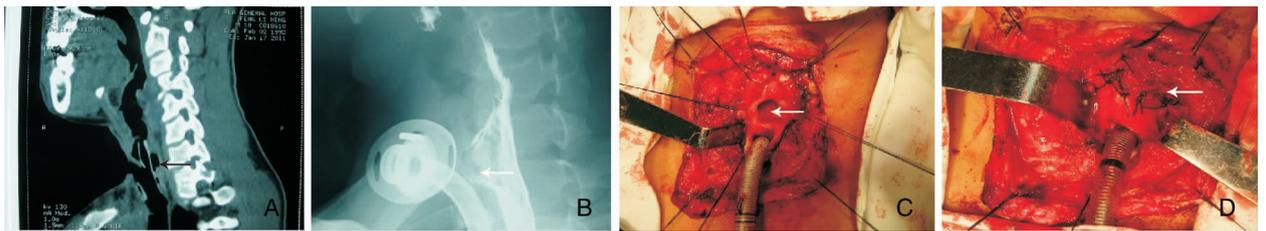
第4例患者影像学资料 A: 矢状位CT重建,箭头所示T型管后壁代食道瘘前壁; B: 食管泛影葡胺造影,箭头所示气管食管瘘位置; C: 术中可见,箭头所示气管食管瘘位置,食道瘘缺损面积1.5 cm×1.5 cm; D: 术中所见,气管狭窄切除气管端端吻合处
